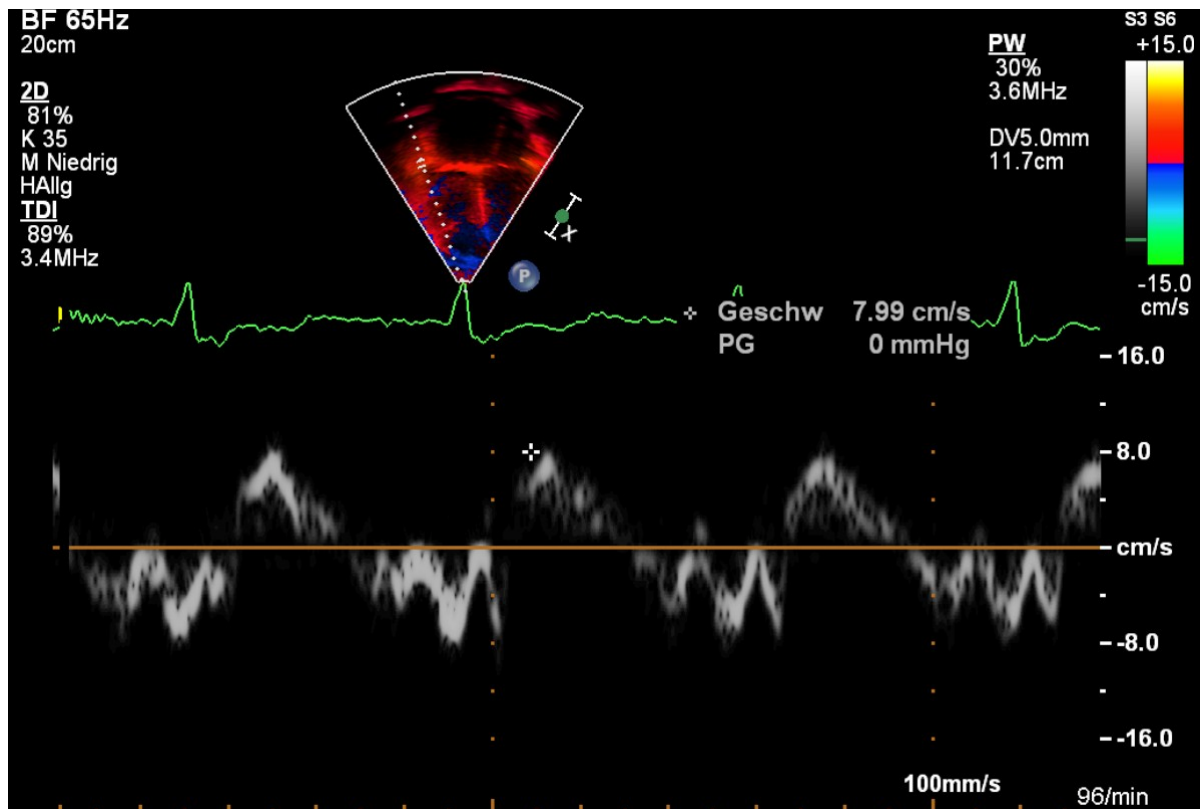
Gewebedopplerechokardiographie im apikalen 4-Kammer Blick: Die Abbildung zeigt eine repräsentative TAPSV-Messung bei einem 15-jährigen Jugendlichen mit kongenitaler pulmonaler Hypertonie. Die TAPSV beträgt 7,99cm/s und liegt damit deutlich unter der altersentsprechenden Norm (13,4 cm/s).
